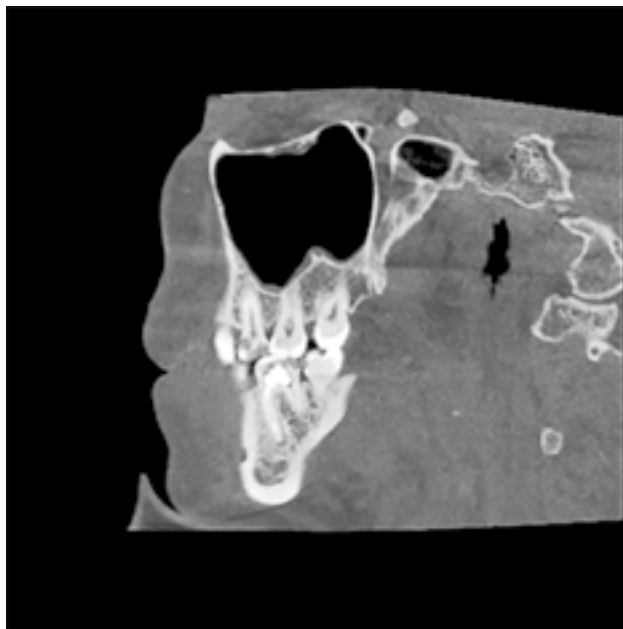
Imagine CBCT a rădăcinii mediale canalul vestibular al dintelui 4.6.
